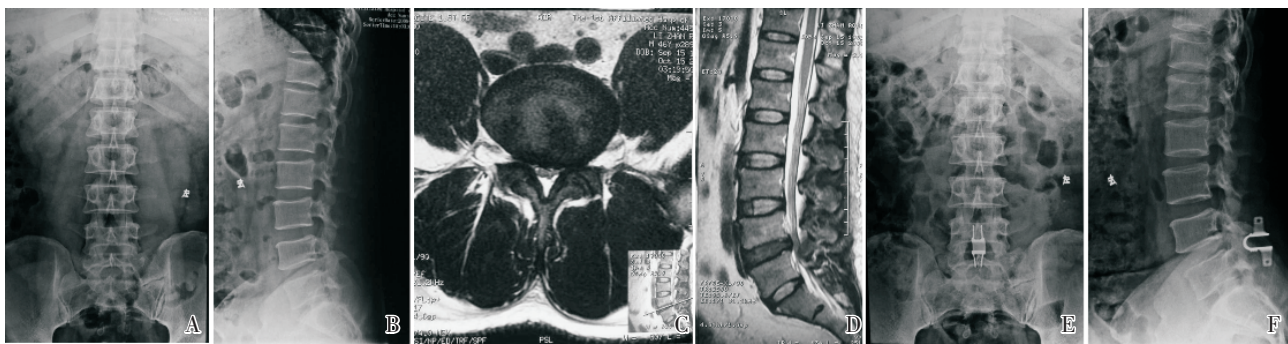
Coflex 组术前正侧位 X-ray (A、B)、MR (C、D)、术后正侧位 X-ray (E、F)
